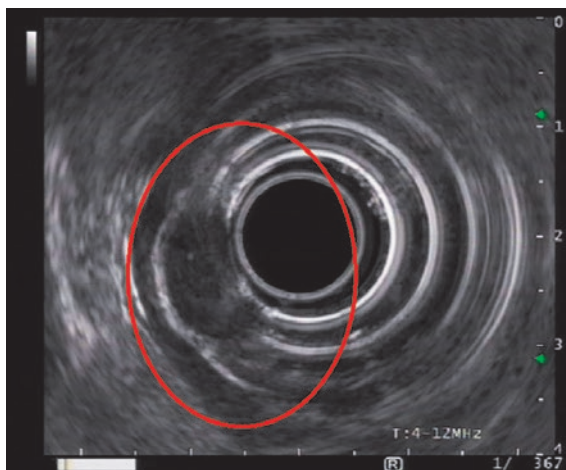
Endosonographischer Befund des Tumors im Magenantrum (Fall 2).
